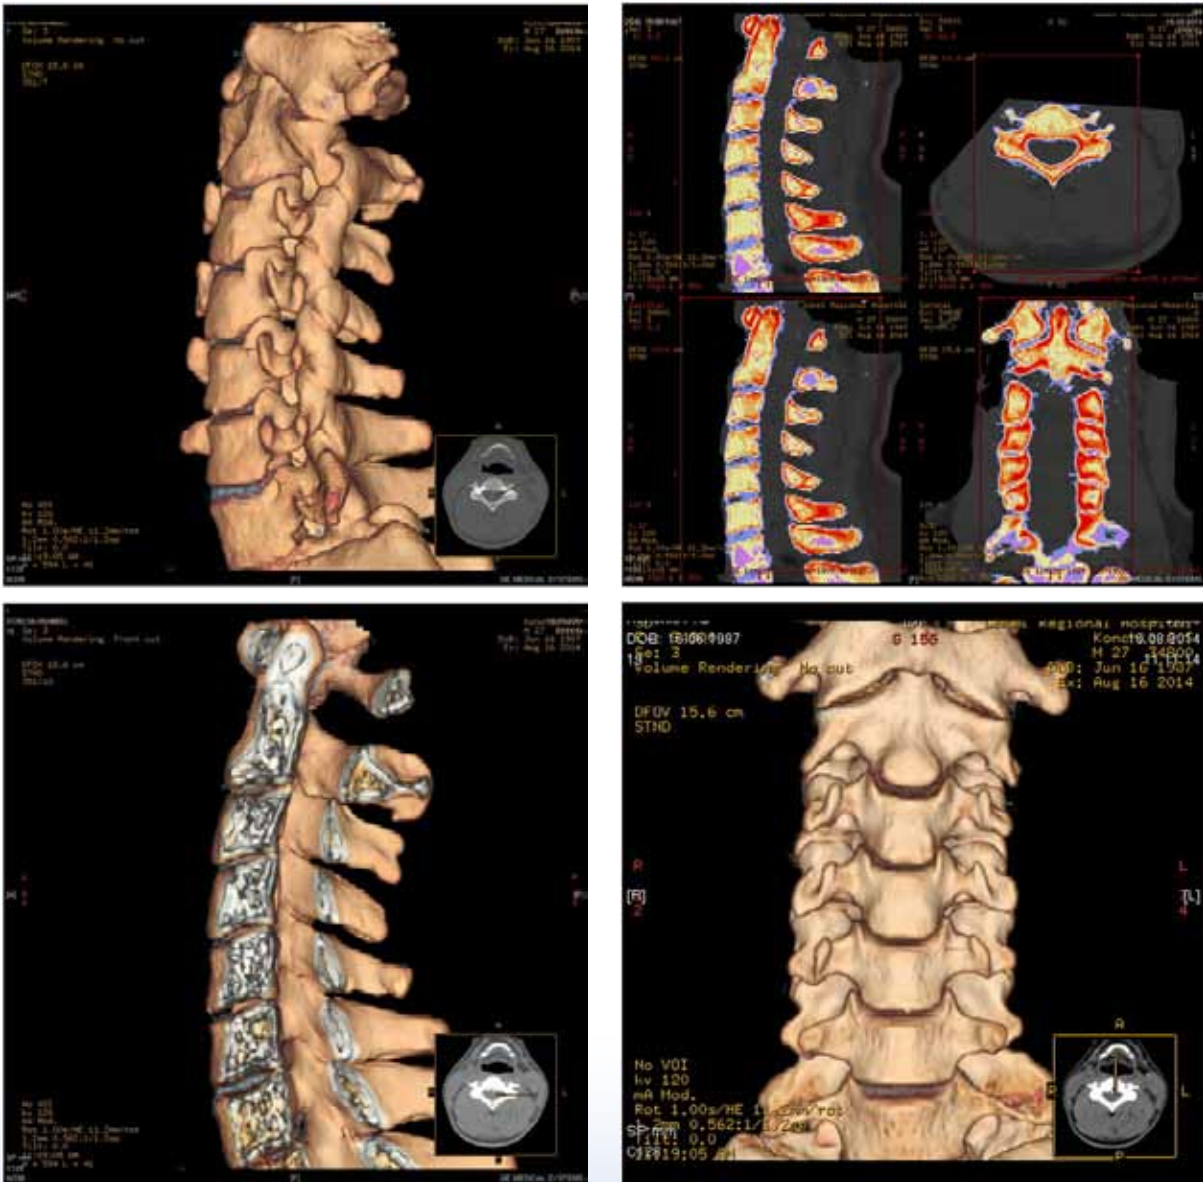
Пациент К., 27 лет. Остеохондроз С4-С6 II стадии. Компьютерная томография шейного отдела позвоночника (режим мультипланарной реконструкции, протокол цветного картирования)
